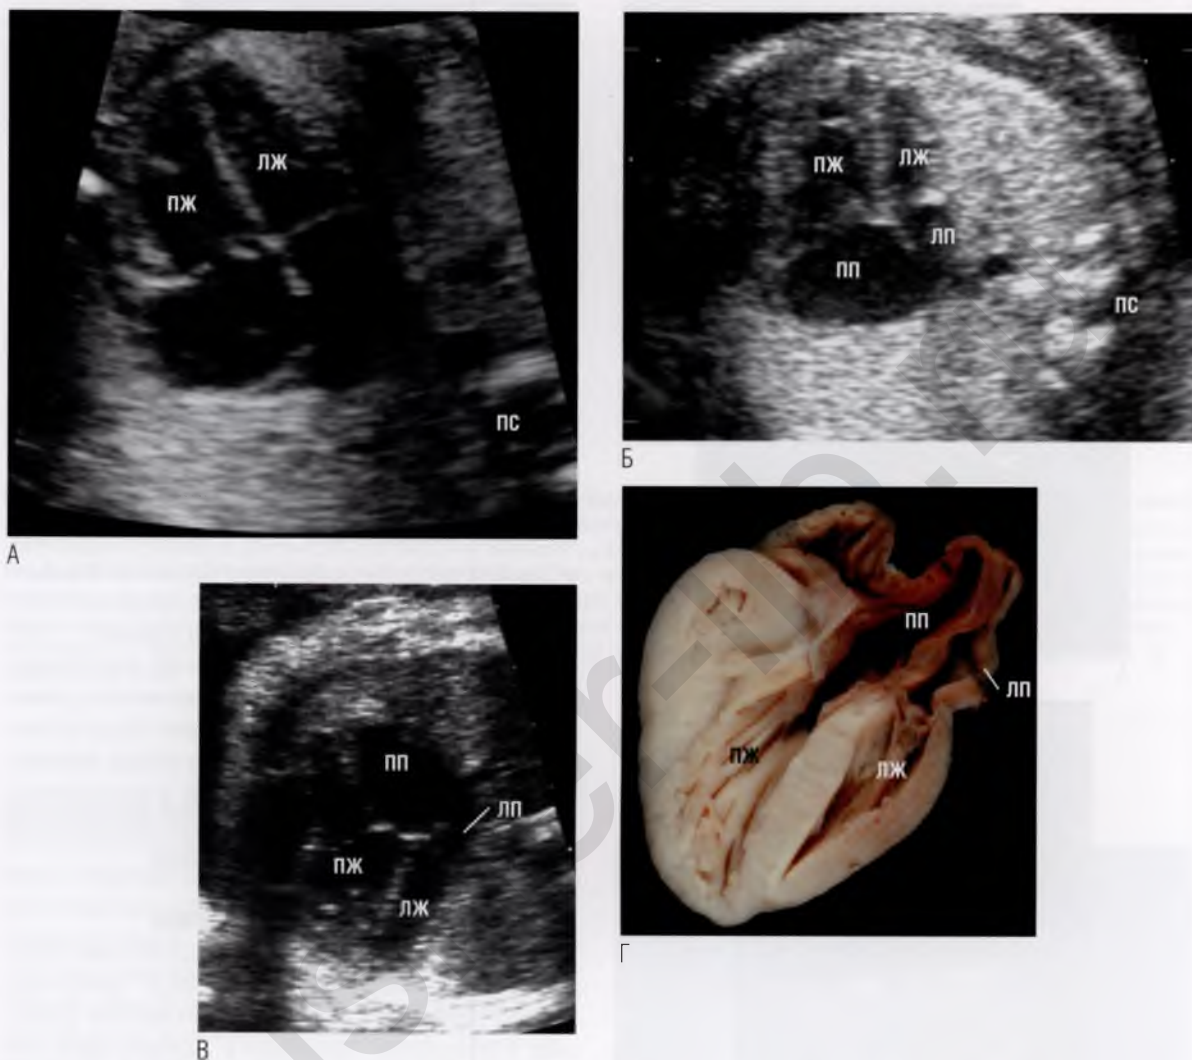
(А) У этого плода на сроке гестации 20 недель наблюдается умеренная диспропорция желудочков, и возникает подозрение на коарктацию аорты (что и было подтверждено после рождения ребенка). (Б, В) На данных изображениях сердца с коарктацией аорты разница в размерах желудочков более выражена, чем на (А): левые отделы сердца значительно меньше правых. (Г) Анатомический препарат сердца с подтвержденной коарктацией аорты позиционирован соответственно эхокардиограмме на (В). Отмечается выраженная диспропорция желудочков. Левое предсердие (ЛП), митральный клапан и левый желудочек (ЛЖ) имеют значительно меньшие размеры, чем правые отделы сердца. Полость левого желудочка немного не доходит до верхушки сердца. ▶
